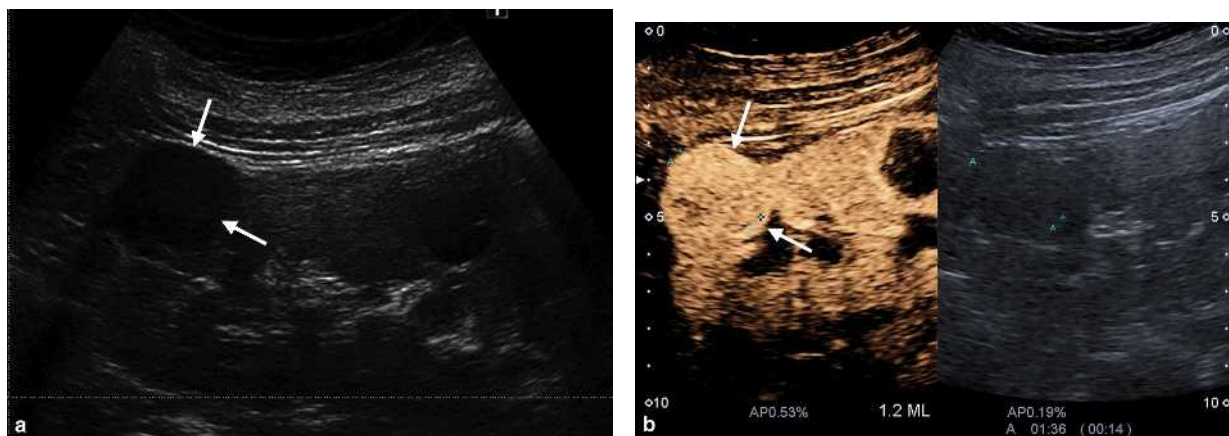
Tumeur hypovasculaire. Patiente de 55 ans suivie en échographie pour un « kyste » discrètement échogène depuis plusieurs années et adressée pour échographie de contraste. a) Étude en mode harmonique tissulaire montrant la masse hypo-échogène (flèches). b) Dès le temps artériel après injection de PCUS, il existe un rehaussement intense. L'examen anatomopathologique de la pièce de néphrectomie partielle confirme la présence d'un carcinome chromophile (flèches).
